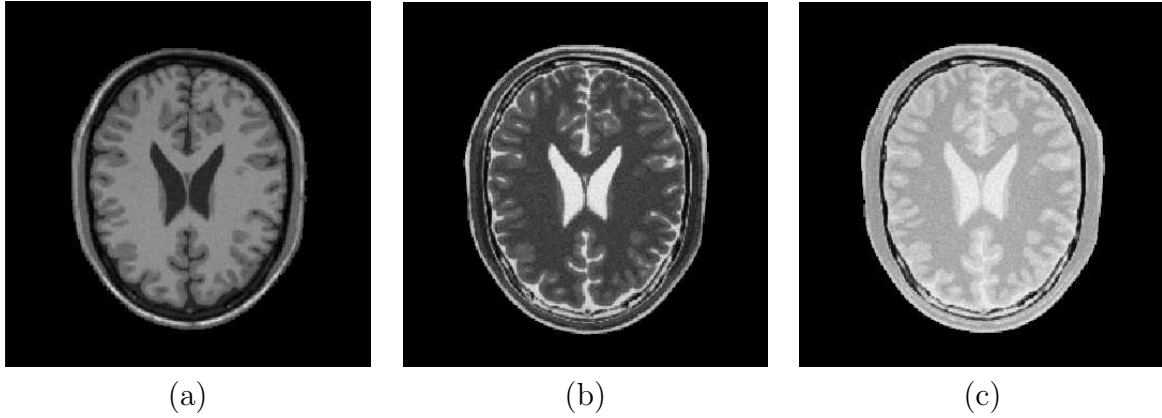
Différentes modalités d'images cérébrales IRM (images issues de <http://www.bic.mni.mcgill.ca/brainweb>) [Kwan 96, Collins 98] : (a) pondération T_1 ; (b) pondération T_2 ; (c) pondération en densité de protons.
